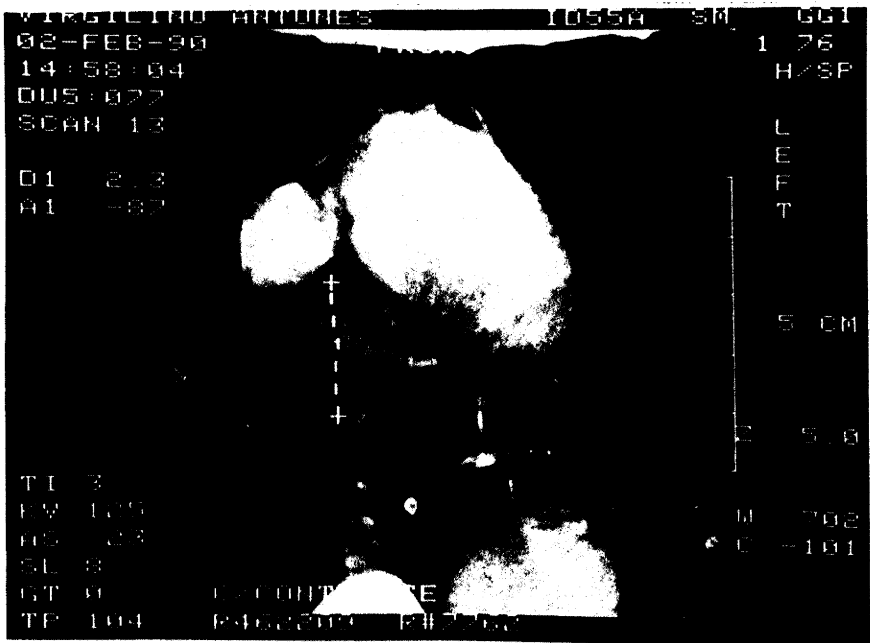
TAC de mediastino magnificada com contraste IV. Identifica-se estruturas vasculares (aorta ascendente e descendente), traquéia, esôfago e linfadenomegalia para-traqueal direita
